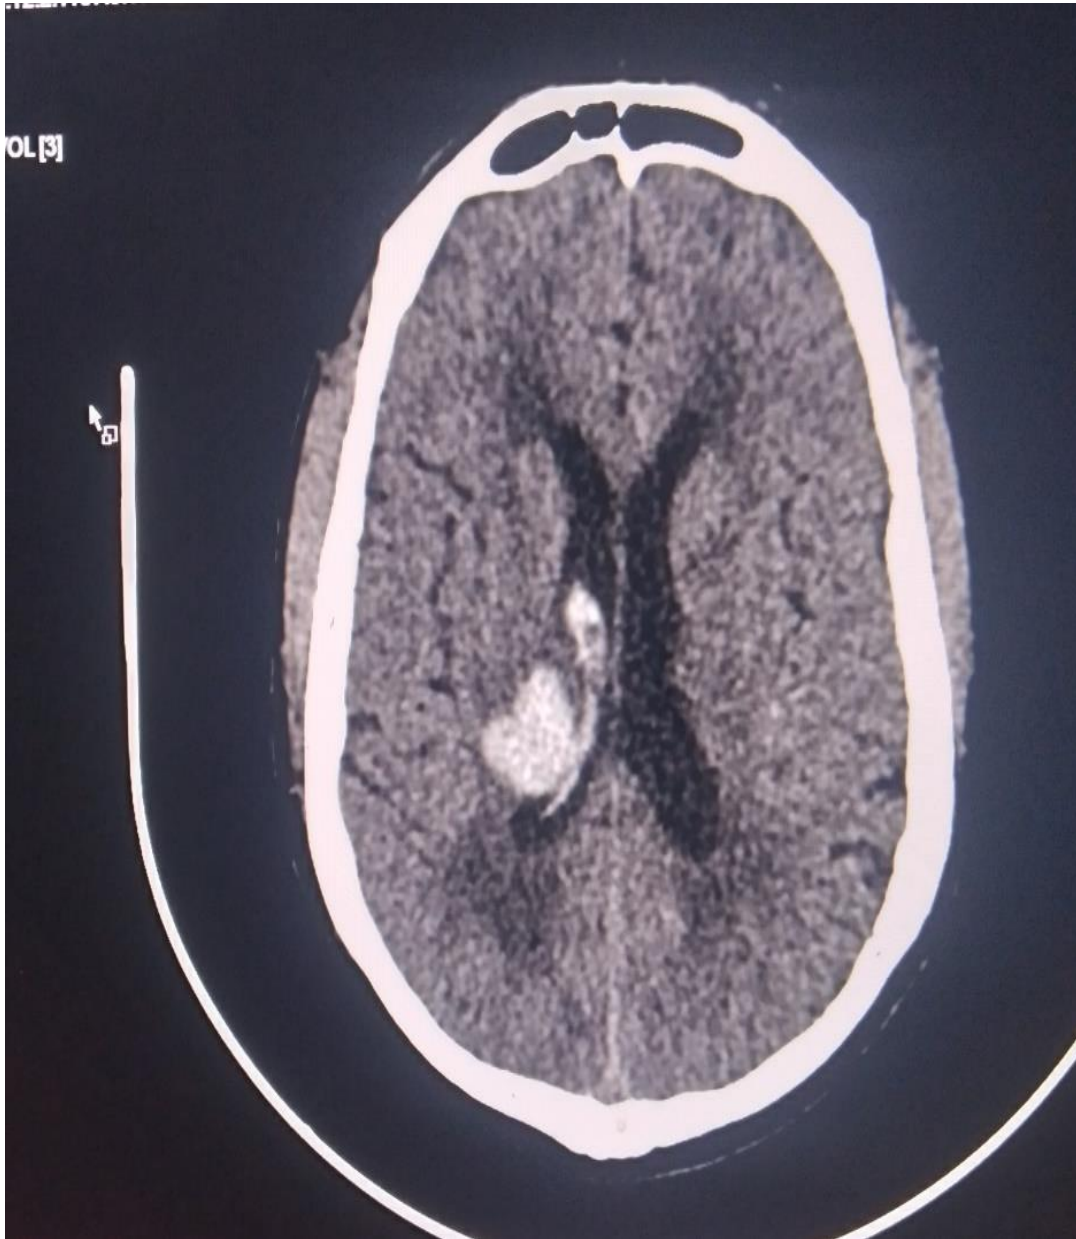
TDM cérébrale de monsieur AD, 50 ans
